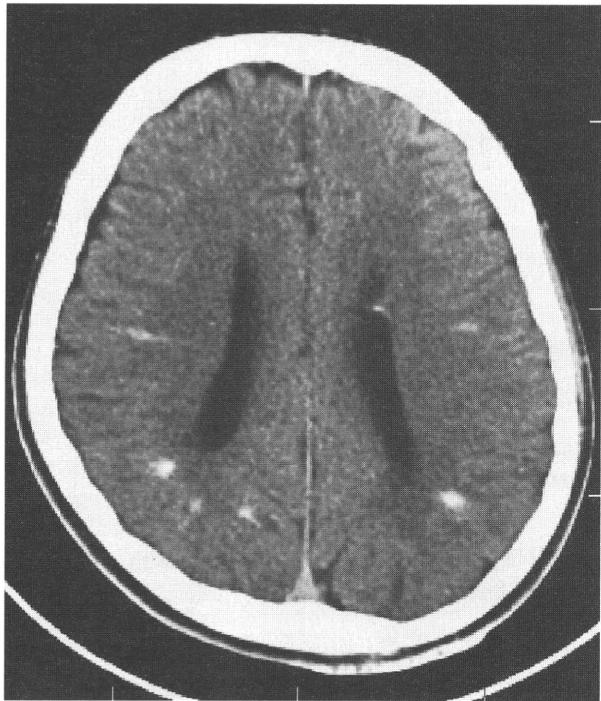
頭部CT、脳室壁に多数の石灰化が認められる。
